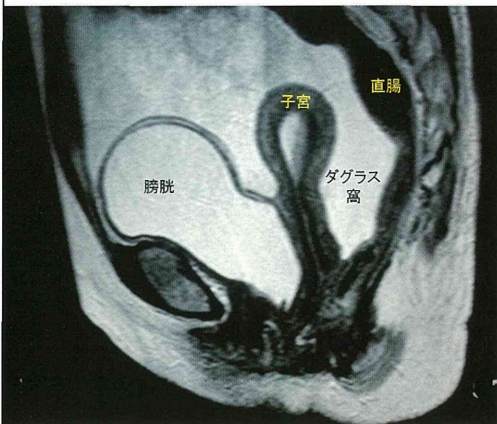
MRI T2強調画像。子宮・直腸窩の転移が直腸前壁・子宮後壁へscallopingしている。
